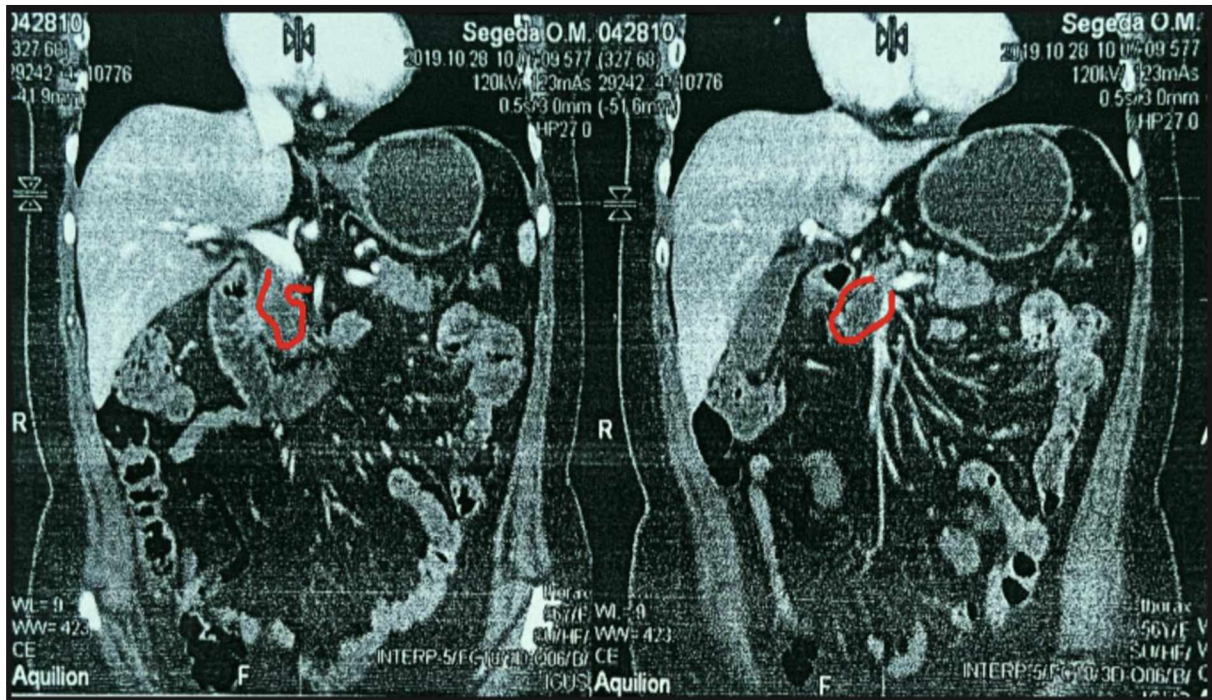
Мультиспіральна комп'ютерна томографія хворої С., 57 р. У голівці підшлункової залози візуалізується кістозне утворення (виділено червоним) розмірами до 30x22 мм, з нерівними, місцями нечіткими контурами (цистаденокарцинома). До утворення напівциркулярно прилягає верхня брижова вена
